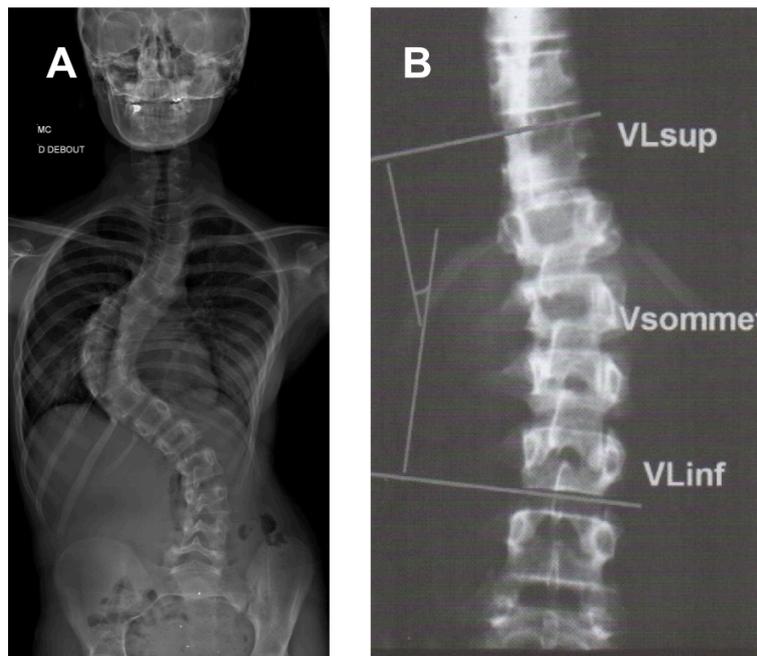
A. Exemple sur la radiographie de face d'une scoliose thoracique droite avec une contre-courbure lombaire gauche. B. Détermination sur la radiographie de face des vertèbres limites, de la vertèbre sommet et mesure de l'angle de Cobb (*image P. Mary, H. Ducou Le Pointe*)(3).
